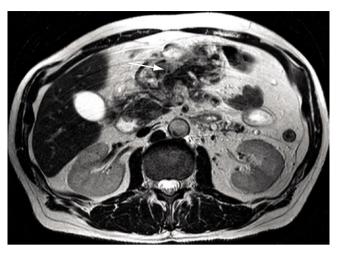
Секвестры жировой клетчатки. МРТ Т2 ВИ. Определяются зоны гипоинтенсивного МР – сигнала (стрелка) соответствующего секвестрам жировой ткани
